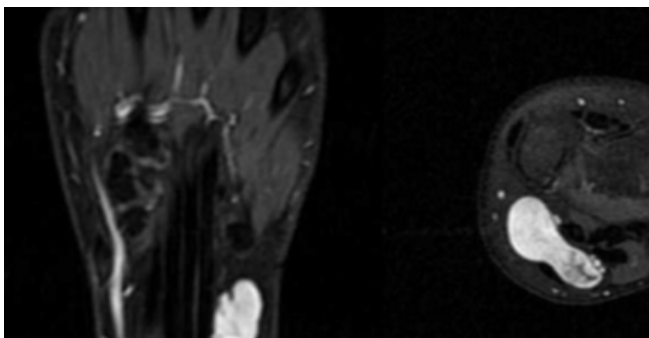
Figure B) Magnetic resonance images of left forearm-wrist. Left: Postcontrast coronal fat suppressed T1 weighted image. Right: Postcontrast axial fat suppressed T1 weighted image. After contrast administration lesion enhances homogeneously (except small hypointense area at central part of the lesion which demonstrates fat).
